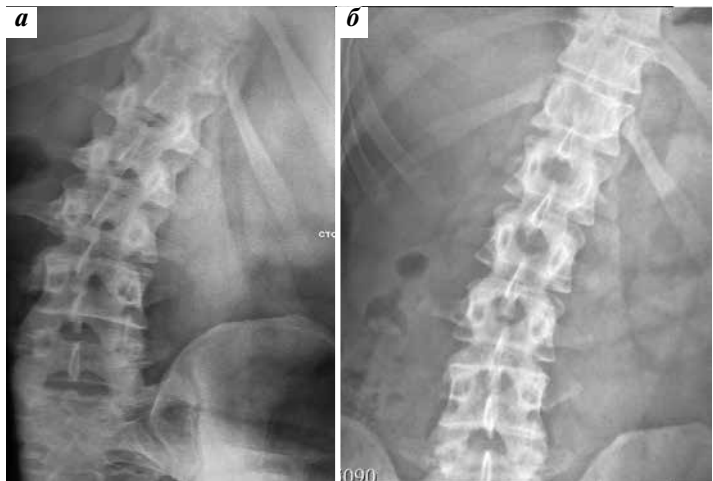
Рентгенография груднопоясничного отдела позвоночника пациента с дистоническим сколиозом: а — перед 2-м введением инкоботулоксина А. С-образный дистонический сколиоз III степени (37°); б — 1 мес после 4-го введения инкоботулоксина А. С-образный дистонический сколиоз II степени (27°)
